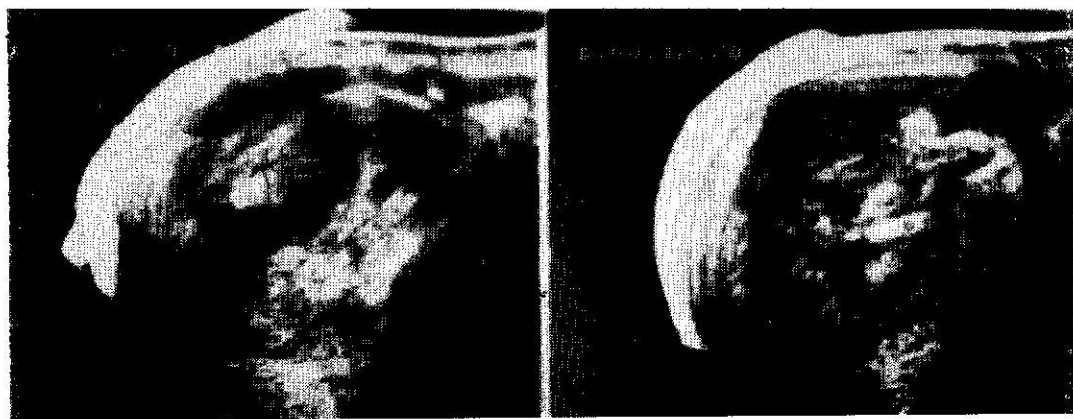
Ultra-sonografia renal evidenciando rim direito aumentado de tamanho e com presença de massa expansiva com áreas sólidas e císticas no seu interior.
